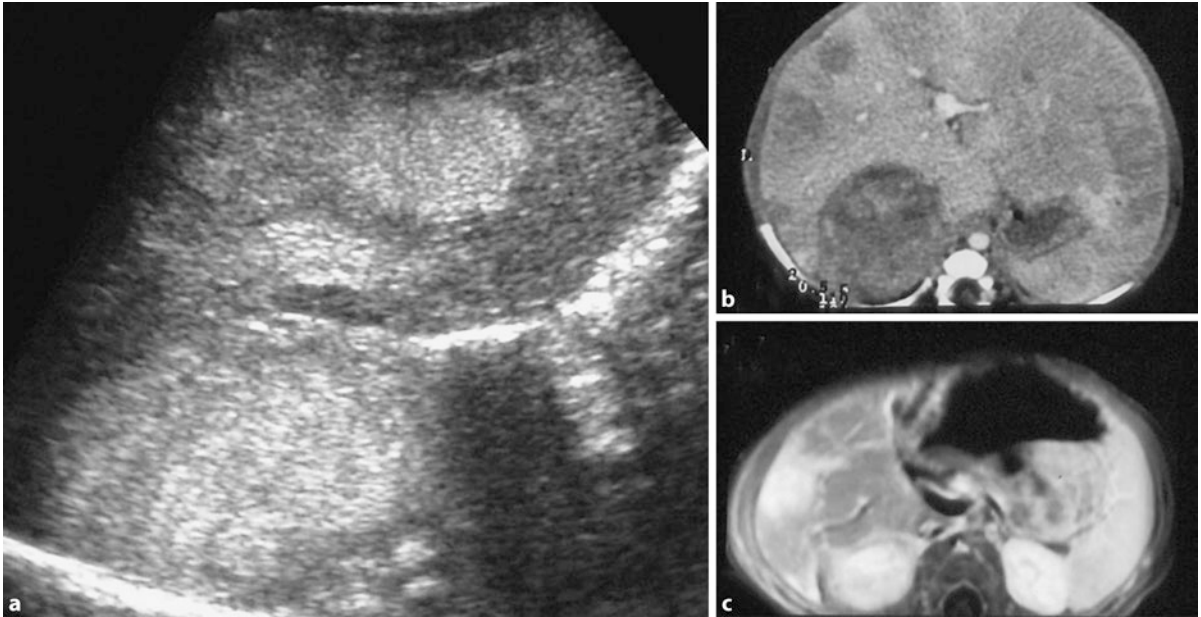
a–c. Neuroblastom mit Lebermetastasen (6 Monate alter Junge). a Sonographischer Längsschnitt durch die Leber und die rechte Nebennierenregion (7-MHz-Curved-array-Sonde). Außer dem Nebennierentumor lassen sich reflexreiche, rundliche, intrahepatisch gelegene Areale darstellen. b Computertomogramm: primärer Tumor im Bereich der rechten Nebennierenloge. Das i.v. applizierte Kontrastmittel färbt das reguläre Leberparenchym an, nicht aber die Metastasen. c Magnetresonanztomogramm (T1-Wichtung nach i.v.-Kontrastmittelgabe): deutlich signalintense Metastasen
